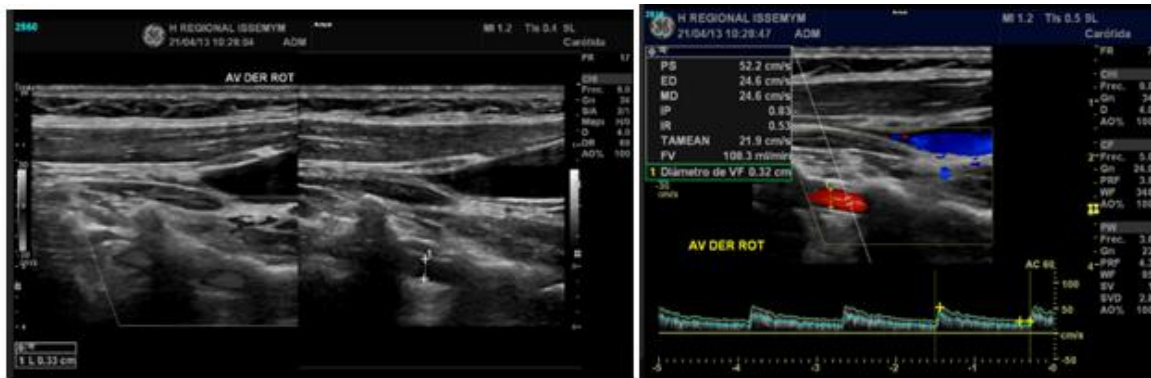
Muestra doppler color y espectral de la AV derecha rotación.
